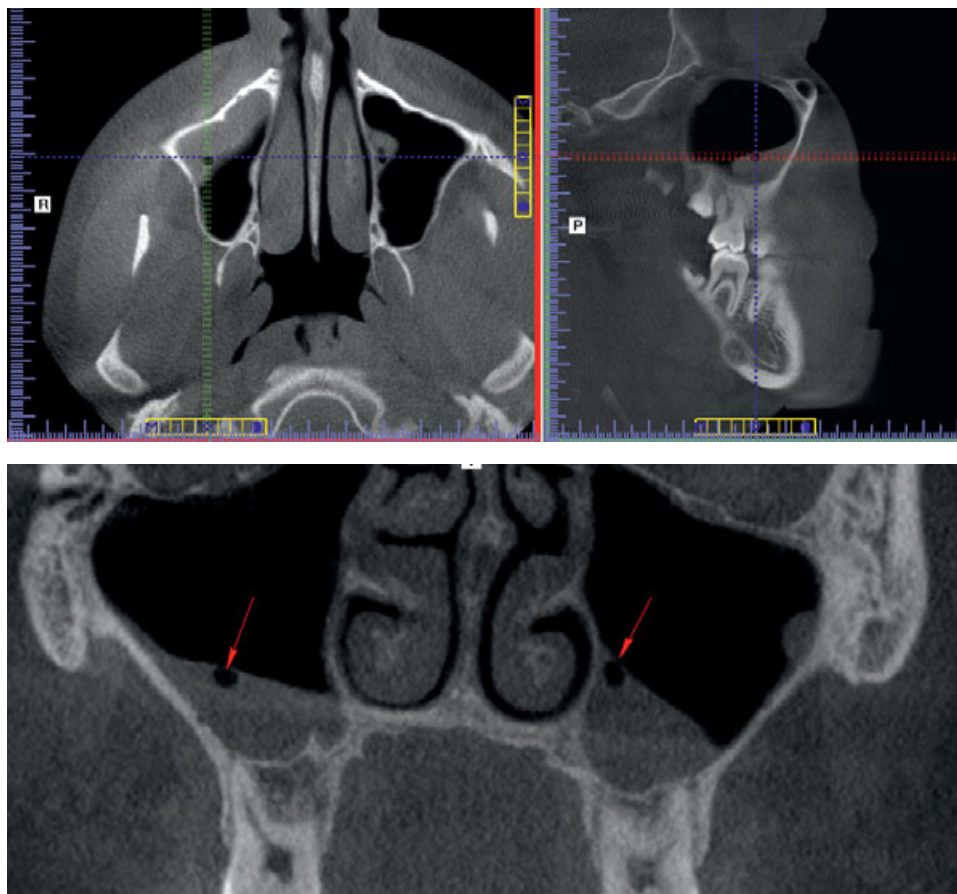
Изображения срезов в трех плоскостях в программе MPR. Рентгенпризнаки хронического двухстороннего гайморита. Пазухи локально затенены по нижним бухтам за счет гиперплазированной слизи с включением единичных мелких пузырьков воздуха (показаны стрелками)
